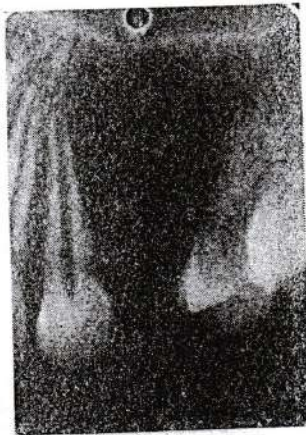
Radiografía periapical que muestra la lesión osteolítica con algunas calcificaciones en su masa.
